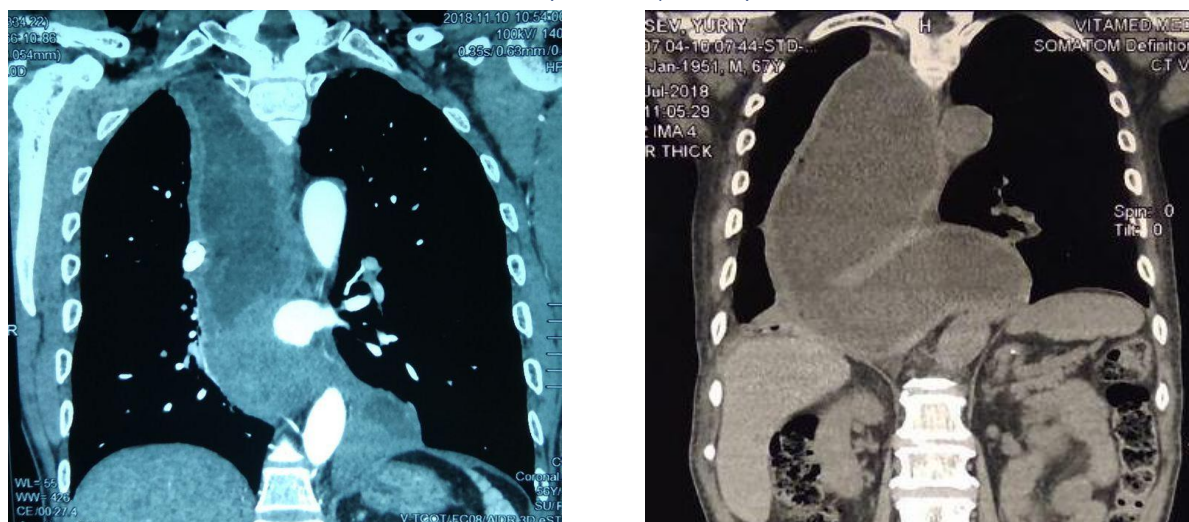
МСКТ картина пищевода при ахалазии IV стадии
